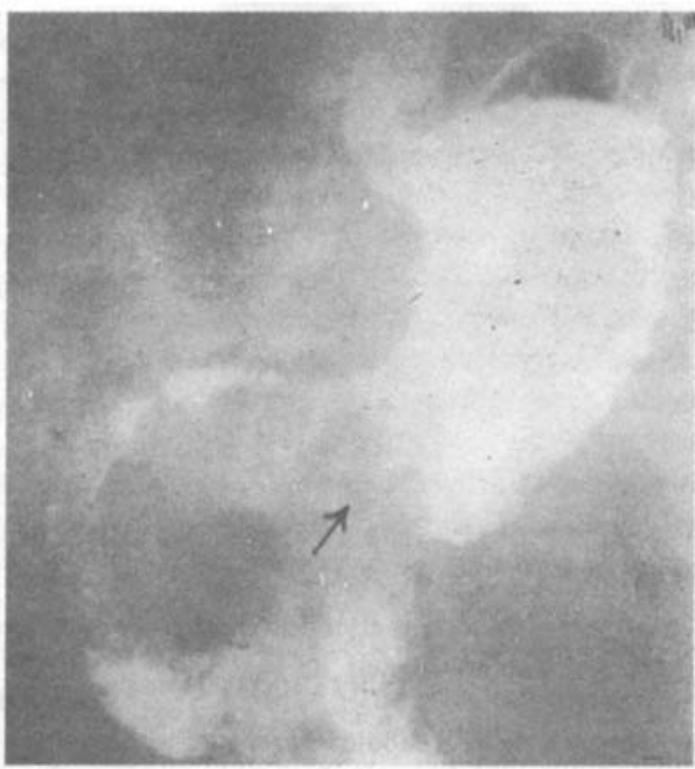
Barium meal X-ray showing the typical filling defect (Shown by an arrow) of carcinoma of the pyloric region of the stomach.
